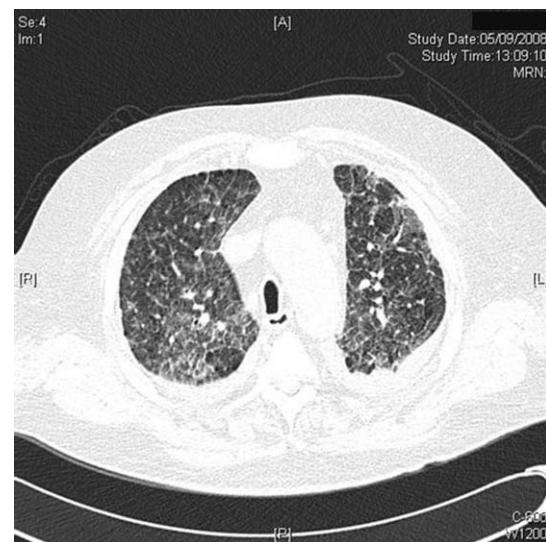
Tomografía computarizada torácica del paciente.
